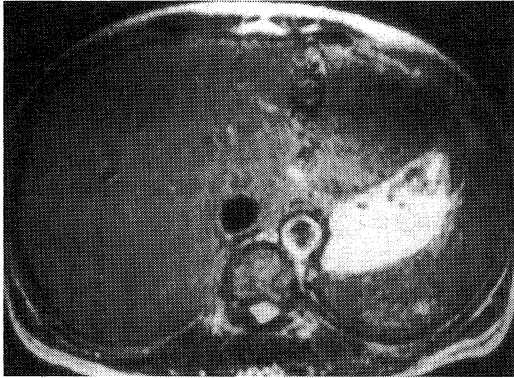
T2-weighted magnetic resonance image showed the significantly reduced intensity in the spleen.
